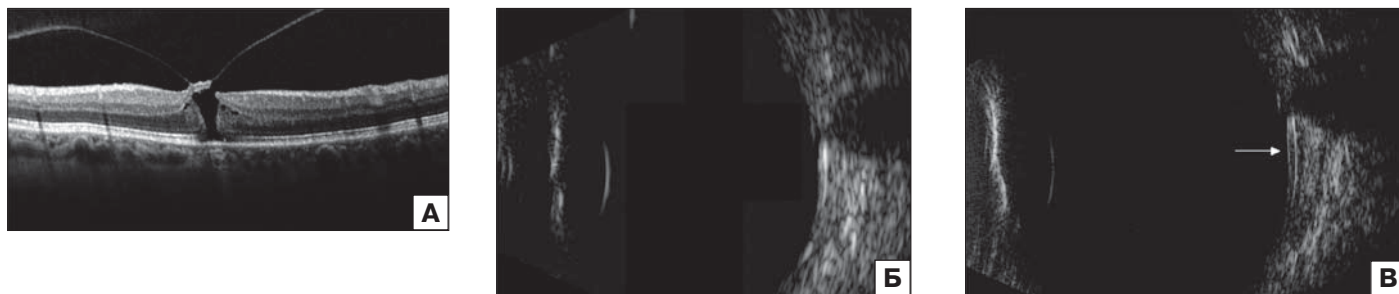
Макулярный разрыв II стадии: А — оптическая когерентная томография: неполная ЗОСТ, витреомакулярная тракция, сквозной разрыв с базальным диаметром 195 мкм, единичные микрокисты нейрорепителля; Б — эхограмма в В-режиме (10 МГц); В — эхограмма в В-режиме (20 МГц): определяется неровность поверхности контура макулы (стрелка)
